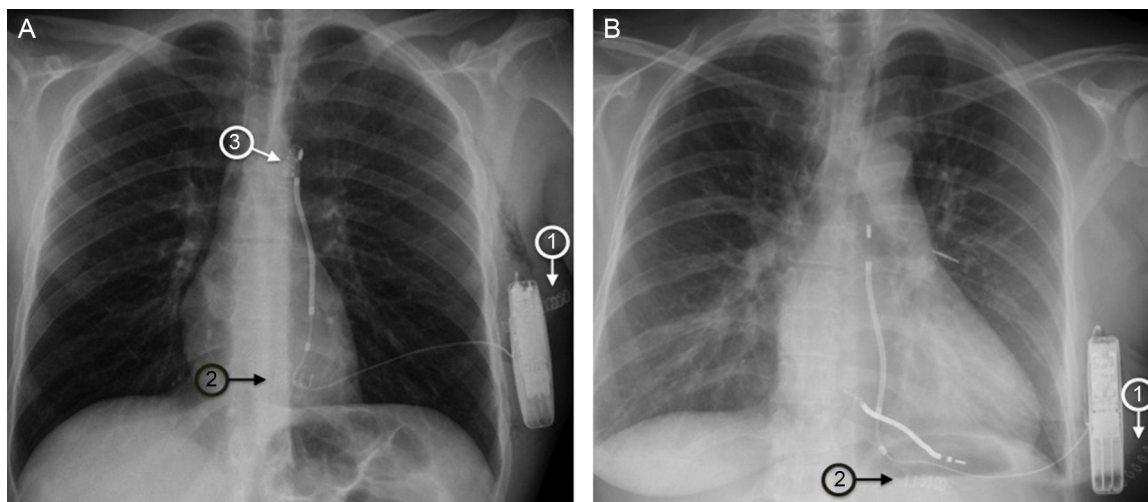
Radiografía de tórax tras el implante de un desfibrilador automático implantable subcutáneo mediante técnicas de tres incisiones (A) y de dos (B).
